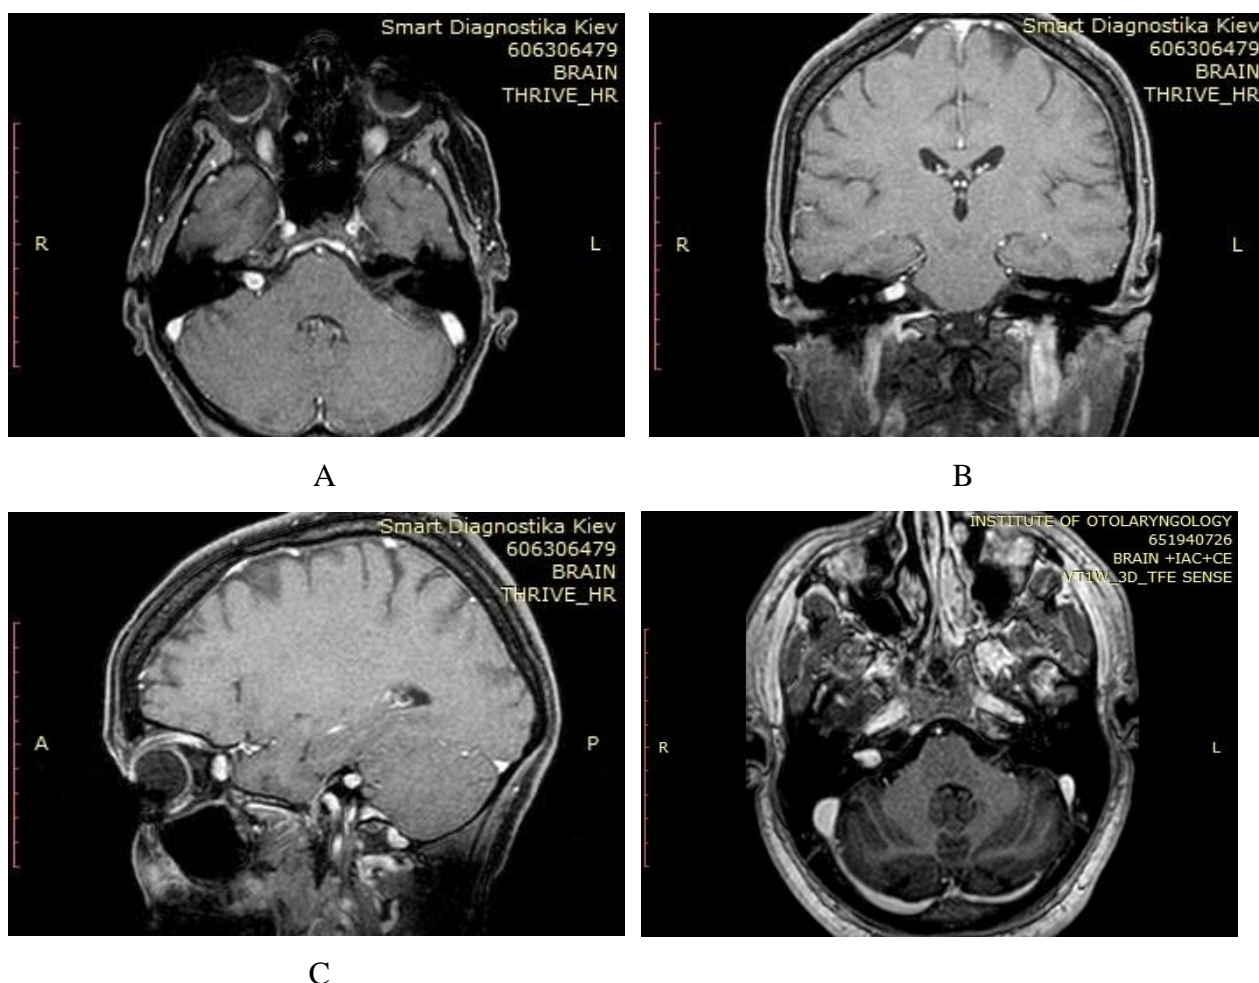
Imagini RMN cu contrast la care se vizualizează prezența VS drept cu dilatarea medială a CAI: A - proiecție axială; B - proiecție coronară; C - proiecție sagitală și dilatarea laterală a CAI: D - proiecție axială.
